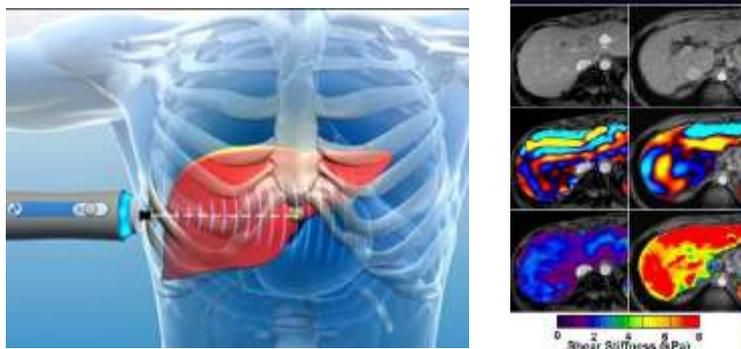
A) FibroScan®^[16]. B) Fibrosis hepática detectada por elastografía con RM^[17].
